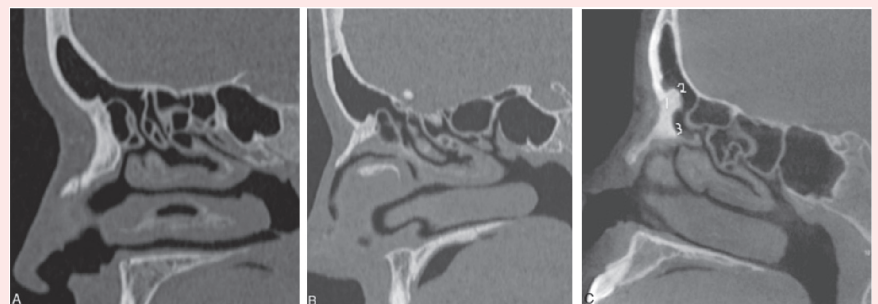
额窦引流道 (FSDP) 矢状骨窗图像 (不同患者): 标准 MDCT (A)、低剂量 MDCT (B) 和 CBCT (C)。与 MDCT 图像相比, FSDP 的解剖标志在 CBCT 图像中可以清晰的显示, 如 (1) 额喙, (2) 额口和 (3) 前额隐窝。
